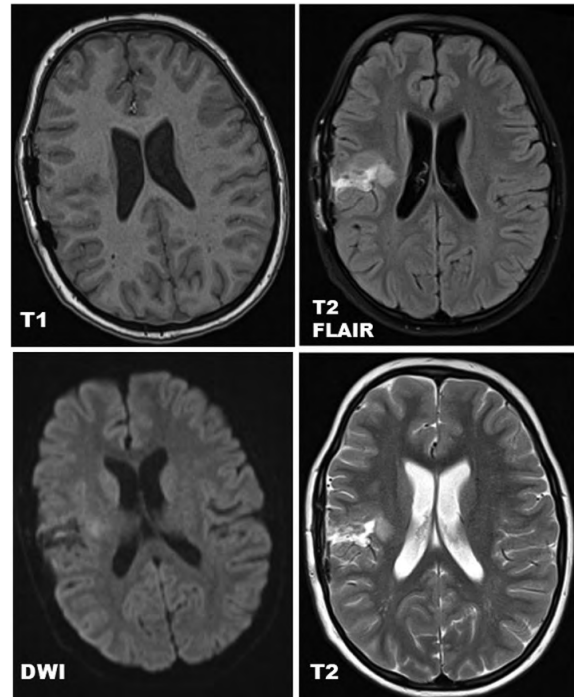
Клинический случай № 2, контрольная МРТ головного мозга в режимах T1, T2, T2 FLAIR и DWI с контрастным усилением через 2 месяца после операции (соответственно через 1 месяц после отмены преднизолона): полный регресс воспалительных изменений в режимах T2 и T2 FLAIR, регресс дислокации смежных структур. Источник: составлено автором
